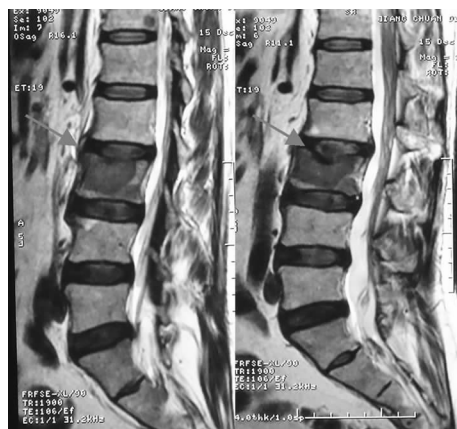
术前病变椎体 CT 及 MRI 扫描结果
